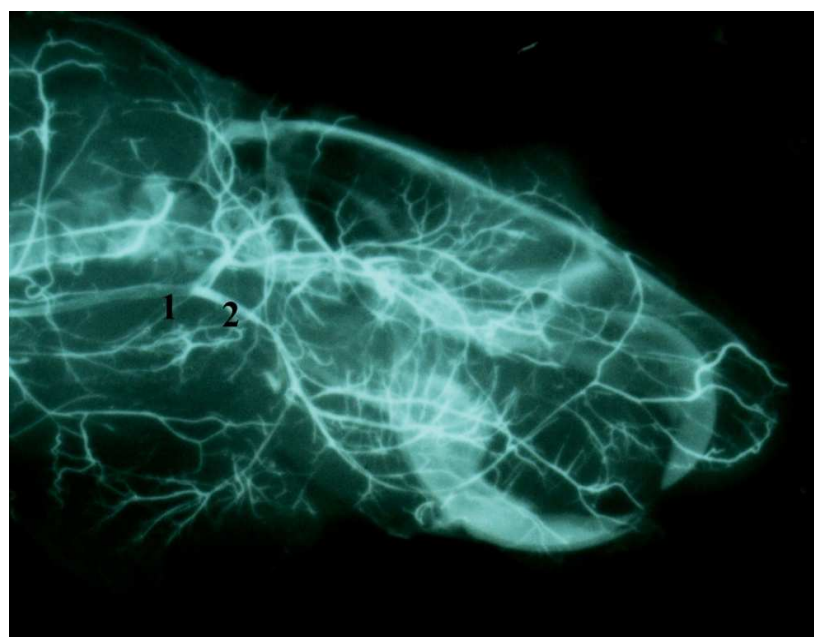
Артеріальне русло щелепно-ротової ділянки білого щура з гіперергічним ТЗР: зовнішня сонна артерія (1), лицева артерія (2). Фотографія контрастної рентгенангіограми
